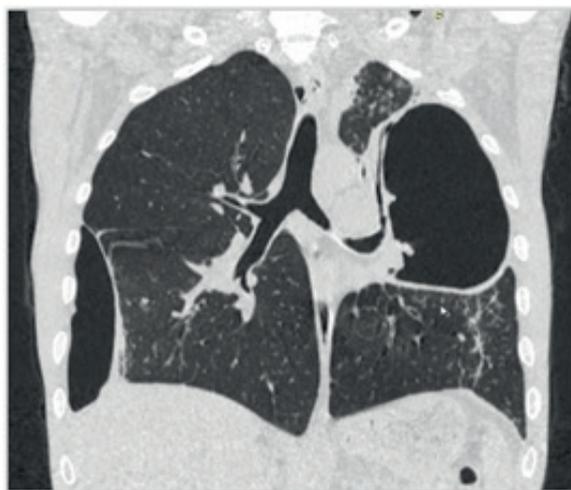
Сканы КТ ОГК до и после установки обратного эндобронхиального резинового блокактора
